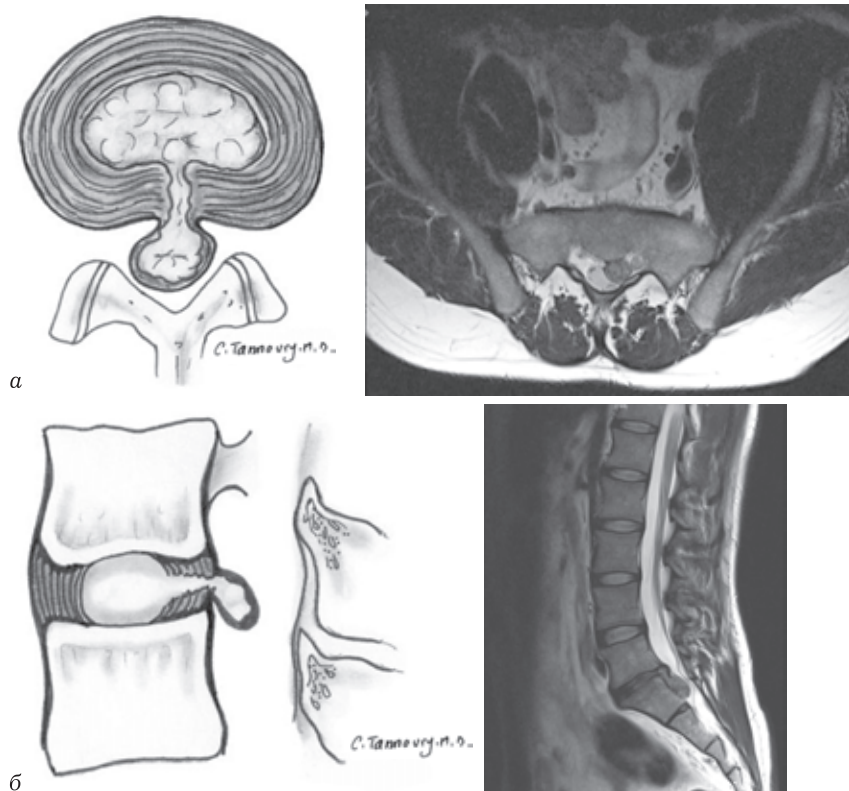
Экструзия диска. Наибольший размер выбухающей части диска, больше чем основание грыжи: *а* — аксиальное изображение. T2-ВИ в аксиальной плоскости. Экструзия диска L₅–S₁; *б* — сагиттальное изображение. T2-ВИ в сагиттальной плоскости. Экструзия диска L₅–S₁
